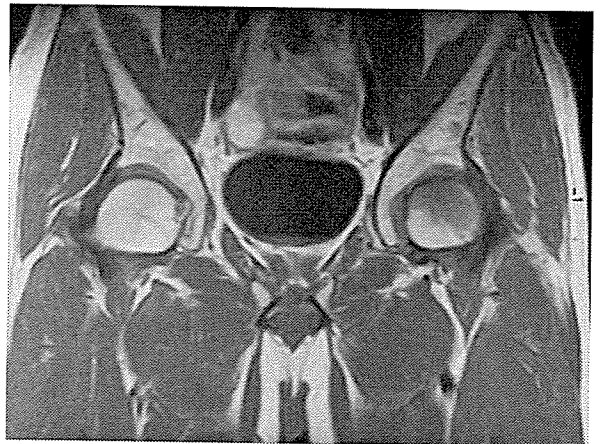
発症後3ヶ月のMRI、T1強調画像。骨頭中央部に蛇行したlow intensity band 様の像を認め、これより近位はlow intensity と high intensity の混在を認めた。
